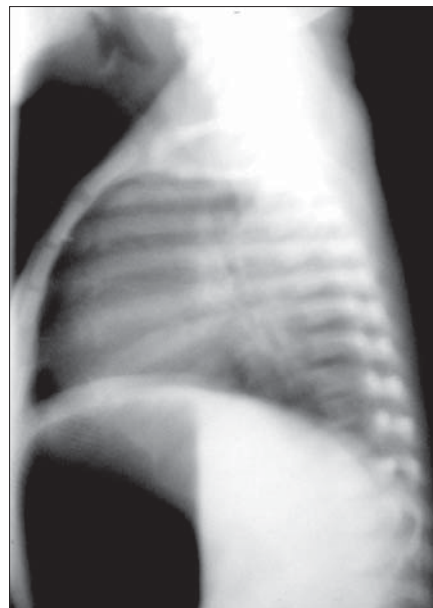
Radiografie toracică LL în expirație. Traheomalacie. Diametrul anteroposterior al traheei apare ușor îngustat.
